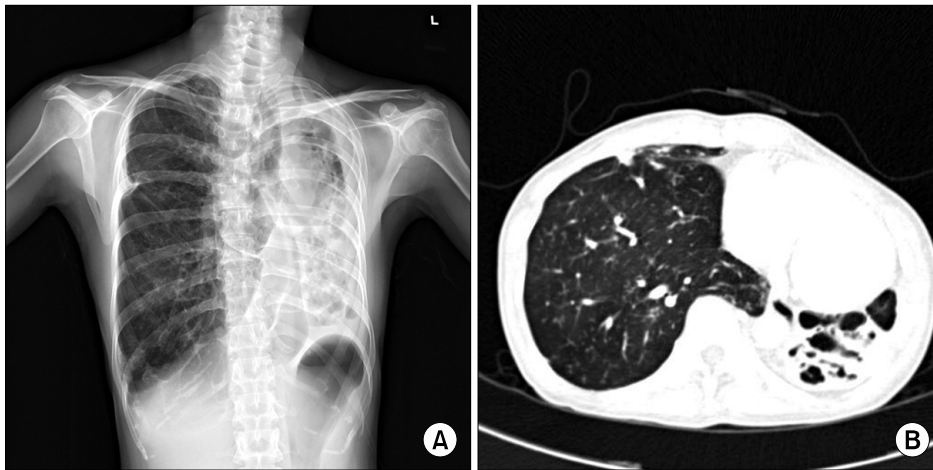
Tuberculous destroyed lung in a 49-year-old man. (A) Chest radiograph shows marked volume loss in the left lung with dilated bronchus. (B) Chest CT scan shows dilatation of bronchus within the collapsed left lower lobe. CT: computed tomography.
